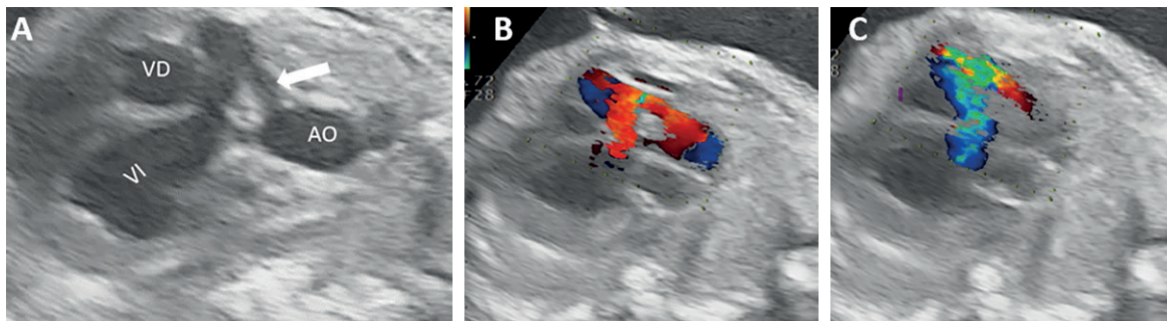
A. La vista ecocardiográfica angulada del eje largo del ventrículo izquierdo es la ideal para esta observación donde, además, se señala el orificio aórtico del túnel, localizado a nivel del seno coronario derecho, por encima de la unión del seno tubular. B. A la exploración Doppler color se objetiva un flujo anterógrado en sístole. C. Nivel retrógrado de los implantes valvulares aórticos transcáteter hacia el ventrículo izquierdo.
